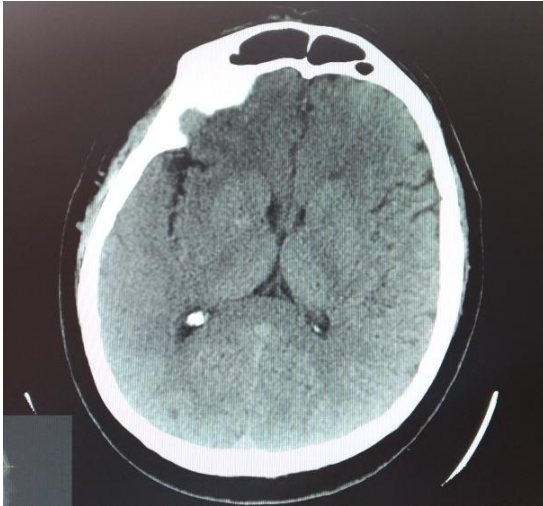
КТ головного мозга пациента С-ва при поступлении
